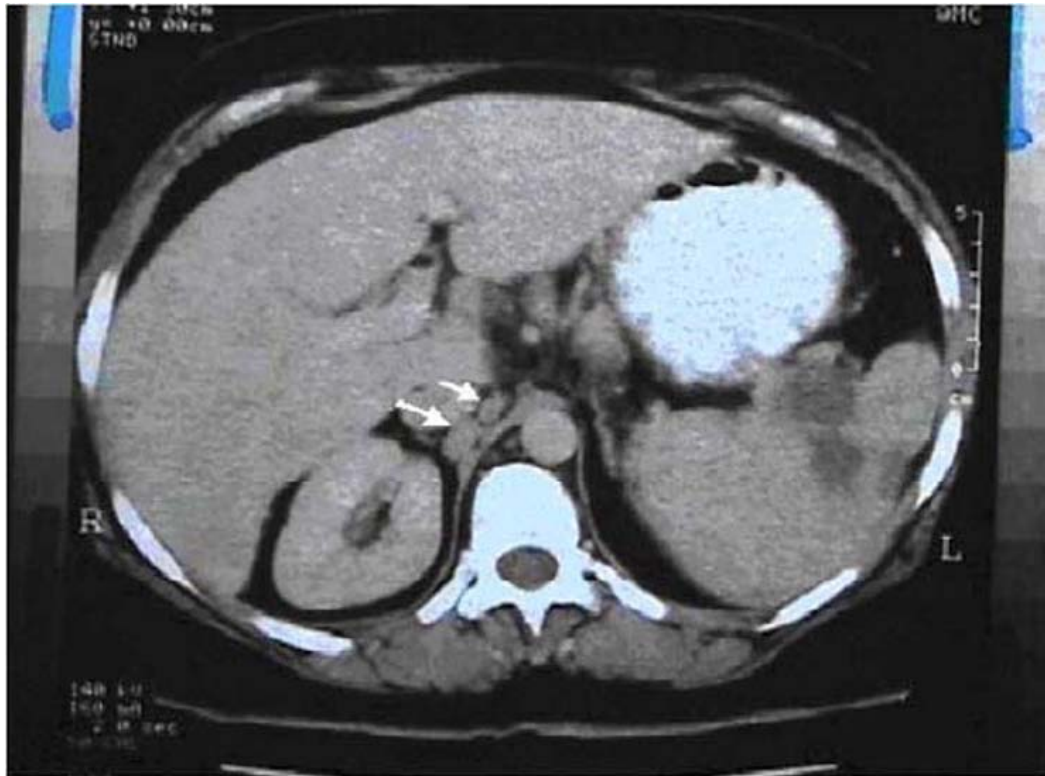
TDM abdominale : lésions nodulaires de la rate et adénopathies para-aortiques (flèches) [122].
